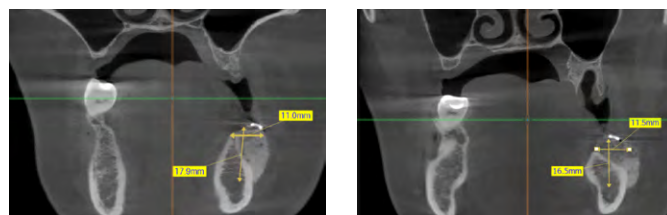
КТ нижней челюсти через 4 месяца после операции
